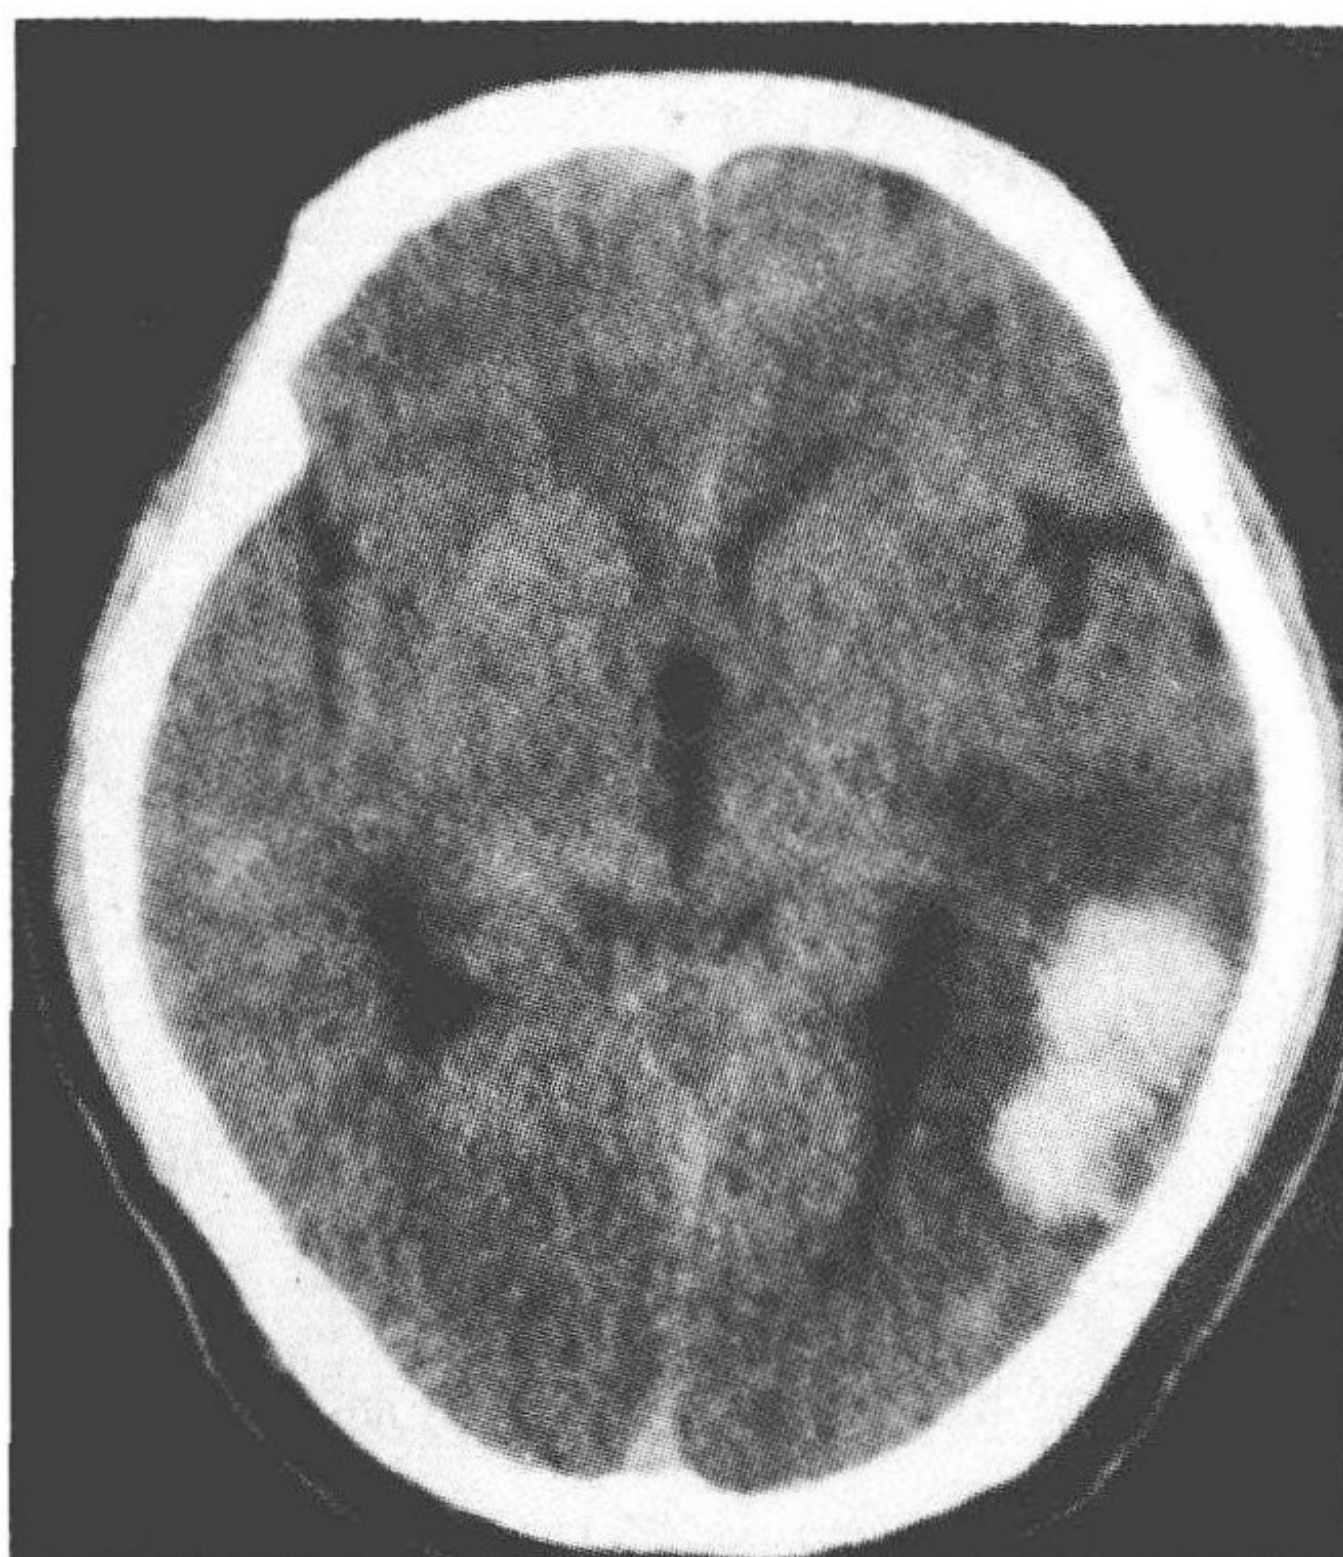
头颅 CT 左颞枕叶交界处脑出血 图 3-17 左顶枕交界区静脉型血管畸形
